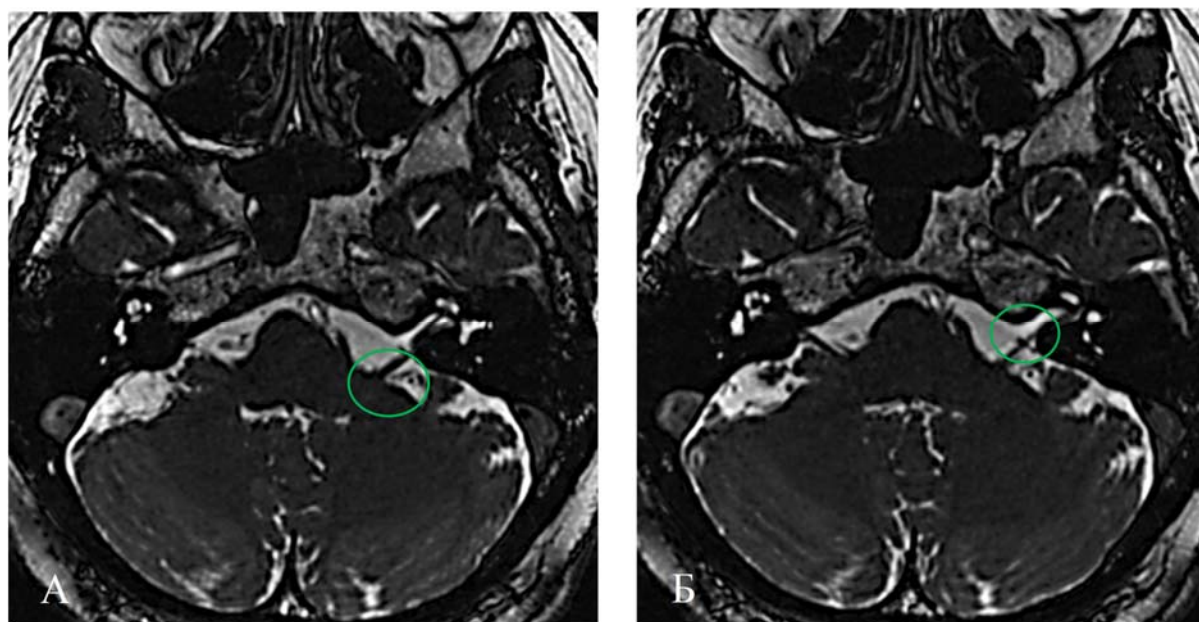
МРТ головного мозга пациентки А. до операции в последовательности FIESTA, аксиальная проекция. Отмечаются признаки нейроваскулярного контакта в околостволовой (А) и цистернальной (Б) порциях корешка лицевого нерва с задней нижней мозжечковой артерией слева (выделено зеленым кругом)
